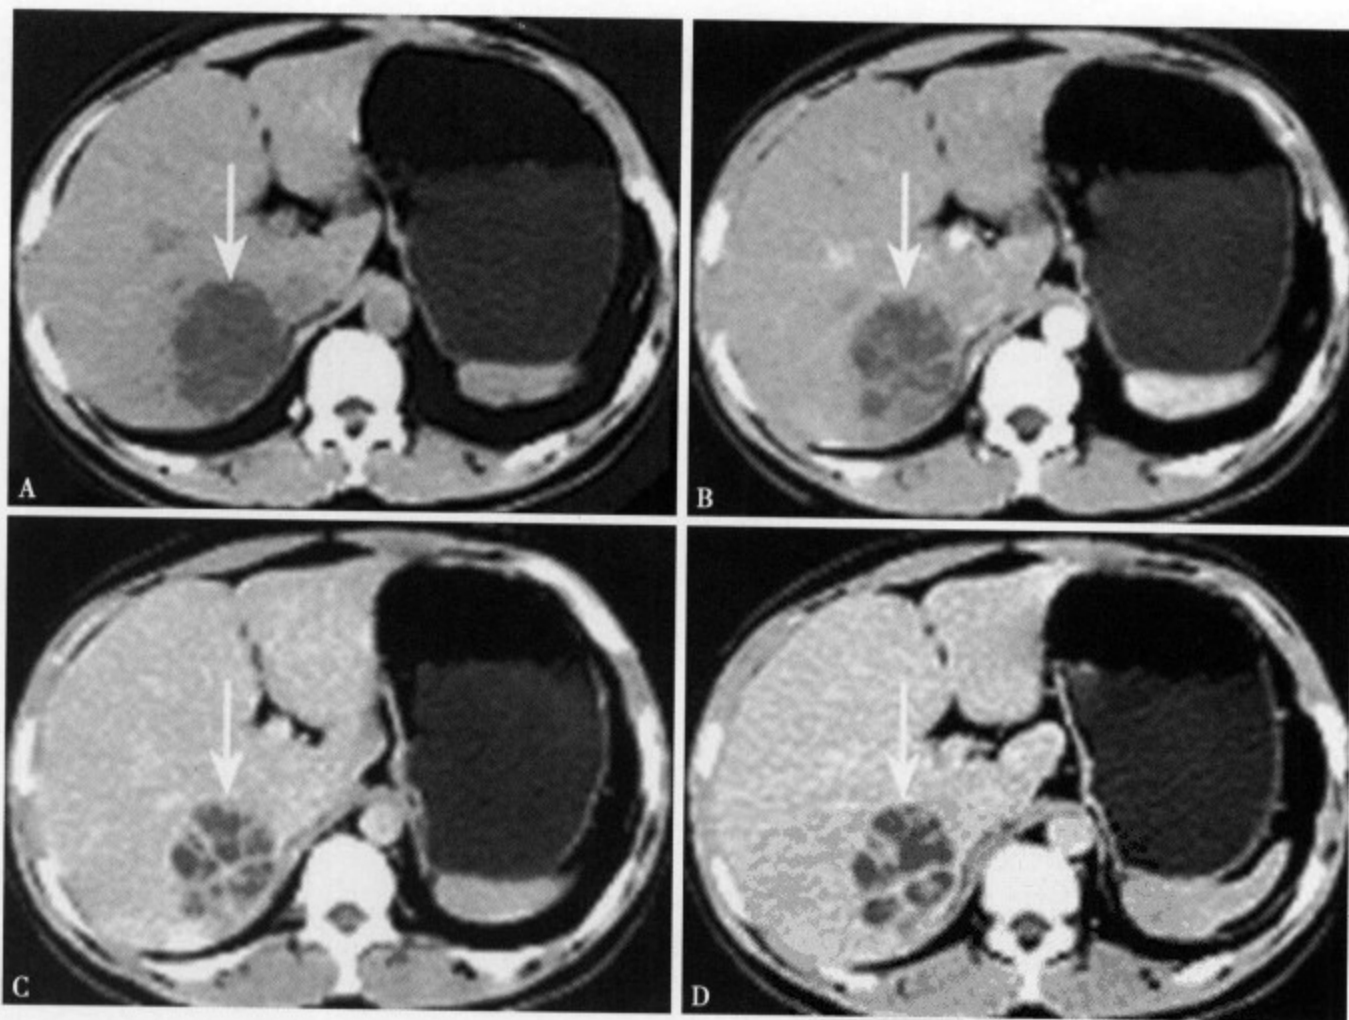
CT 平扫 (A) 肝右叶前段显示直径为 5cm 的圆形低密度灶，CT 值 5Hu，边缘清楚，前上缘顶部可见“含气”征；增强 CT 动脉期 (B) 病灶未见强化；静脉期 (C) 脓肿边缘显示光整、清楚，脓肿壁强化呈典型的单环或部分双环征；平衡期 (D) 脓肿壁强化不明显，但边缘比平扫清楚
